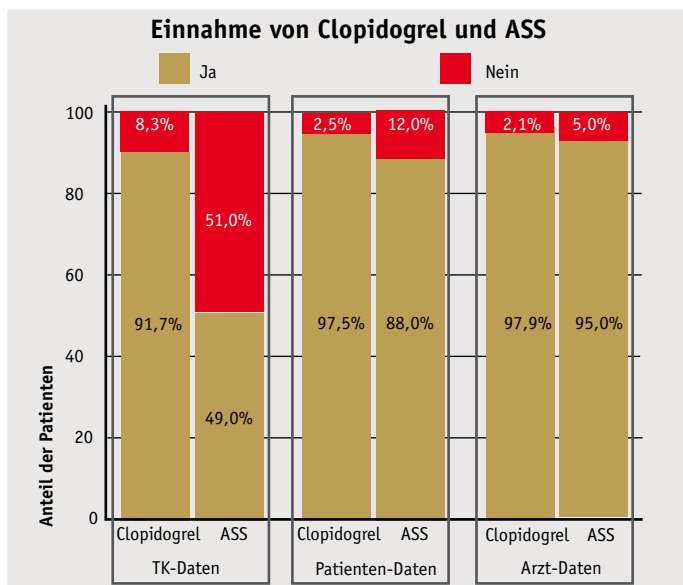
Anteil der Patienten, bei denen in den Datenquellen „TK“, „Patient“ und „Arzt“ die Einnahme von Clopidogrel und ASS dokumentiert ist.
